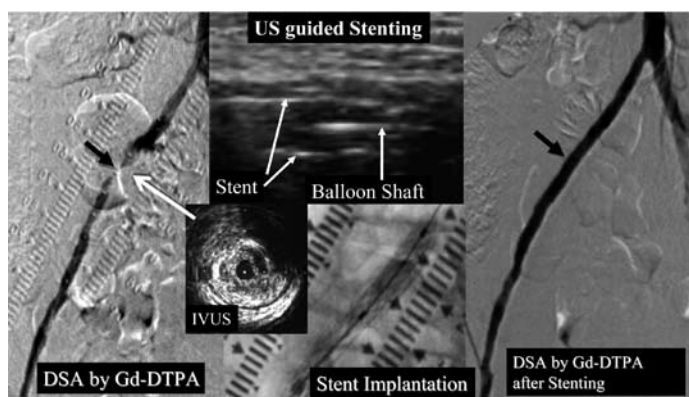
Endovascular treatment for a patient allergic to iodo contrast medium. We performed iliac endovascular treatment guided by percutaneous and intravascular ultrasound and digital subtraction angiography with Gd-DTPA.
